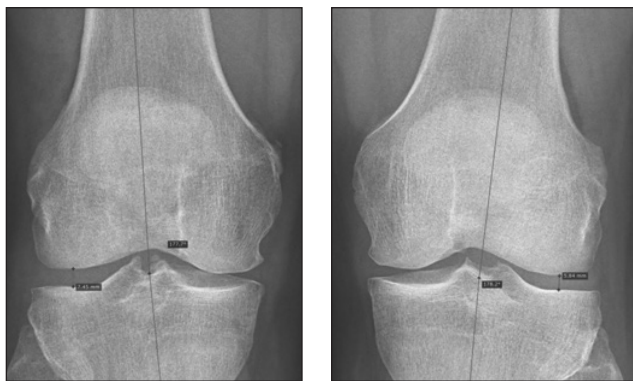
Рентгенографія колінних суглобів із варусним стресом. Патологічне розкриття латерального відділу правого колінного суглоба
